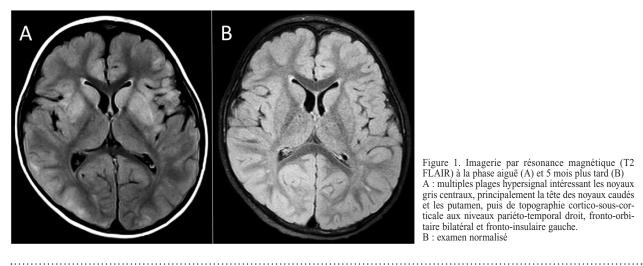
Imagerie par résonance magnétique (T2 FLAIR) à la phase aiguë (A) et 5 mois plus tard (B) A : multiples plages hypersignal intéressant les noyaux gris centraux, principalement la tête des noyaux caudés et les putamen, puis de topographie cortico-sous-corticale aux niveaux pariéto-temporal droit, fronto-orbitaire bilatéral et fronto-insulaire gauche.
